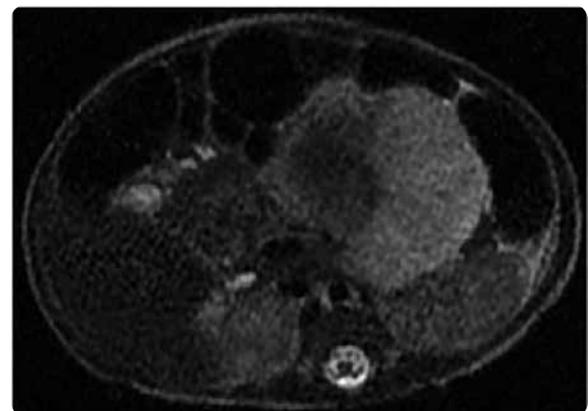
RM abdominal secuencia con información T2 axial: masa ovalada localizada en el mesenterio, bien definida, de señal predominantemente alta con áreas de baja señal por probable necrosis.
